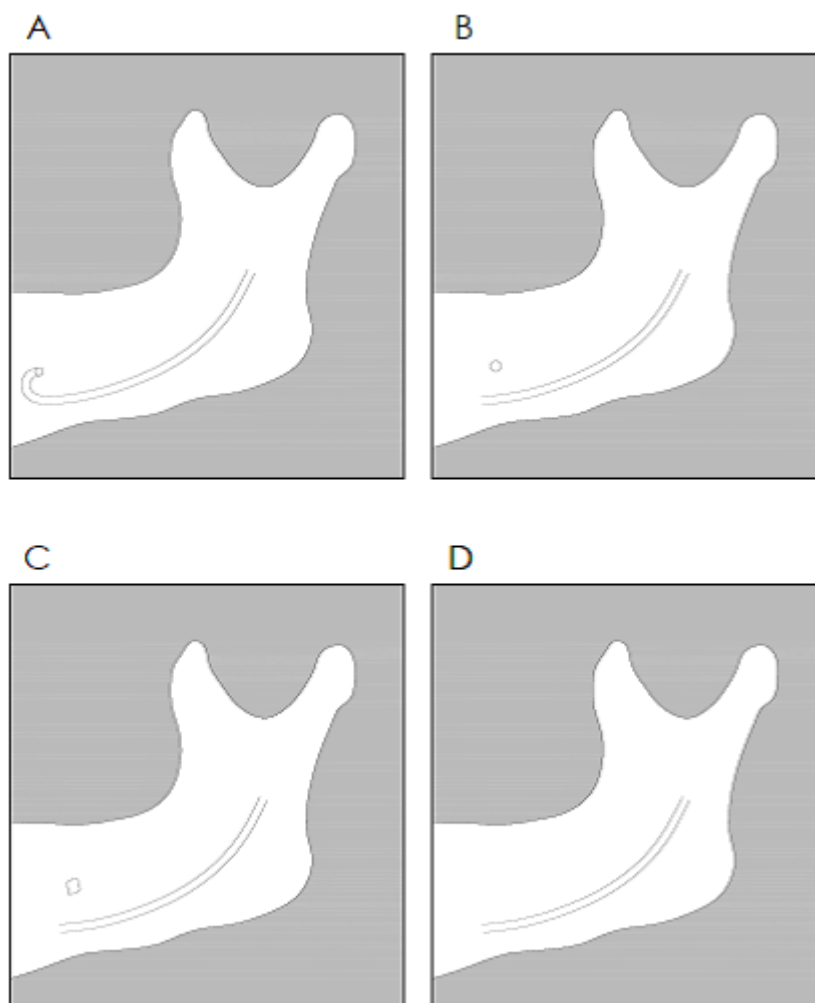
Clasificación del aspecto del foramen mentoniano en ortopantomografías. Continuo (A), separado (B), difuso (C) y no identificado (D)
